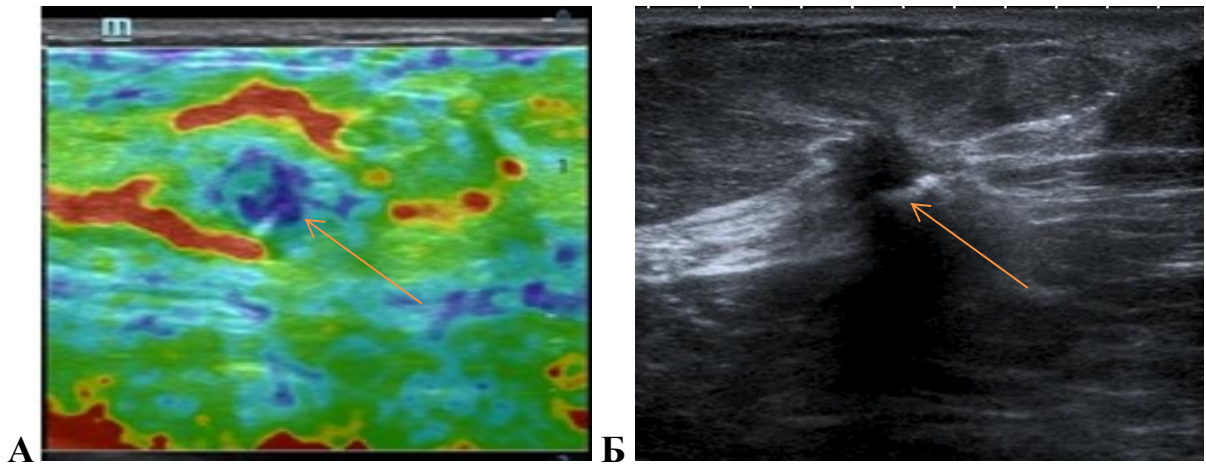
УЗИ правой молочной железы: А — эластография; Б — В-режим. При эластографии определяется снижение эластичности окружающей ткани молочной железы
